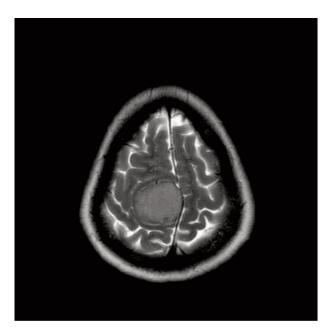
Менингиомы головного мозга различных локализаций: А – менингиома ольфакторной ямки с выраженными признаками ПОГМ, аксиальный срез в режиме FLAIR; Б – парасагиттальная менингиома средней трети большого серповидного отростка без признаков ПОГМ, аксиальный срез в Т2-режиме.
